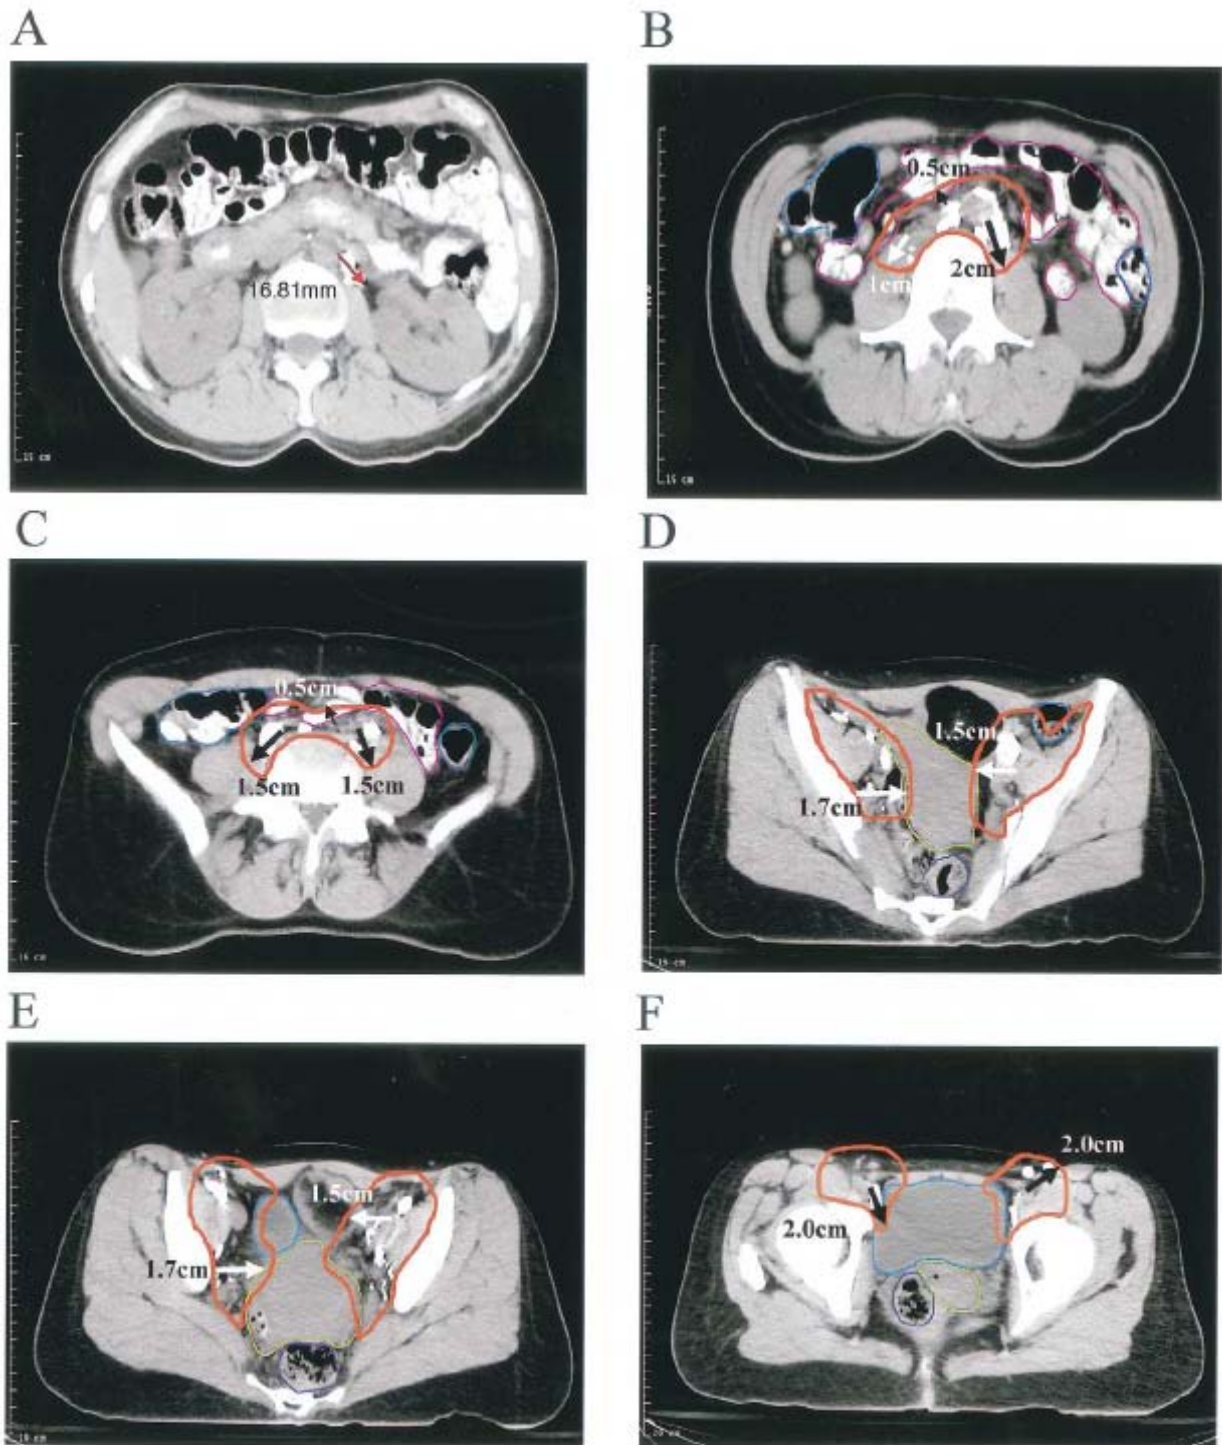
Cross-sectional CT images demonstrating technique to measure distance of LAG-avid lymph nodes to adjacent vessel and nodal CTV delineation at various anatomic levels. (A) Furthest distance from lymph node to vessel wall determined on a Voxel-Q computer (Marconi, Cleveland, OH). (B) Para-aortic lymph node CTV. (C) Common iliac lymph node CTV. (D) External iliac CTV, including lateral group. (E) External iliac CTV, including medial (obturator) group. (F) Inguinal lymph node CTV. CTV depicted by thick orange line. Small bowel demarcated by thin magenta, large bowel by thin blue, rectum by thin dark purple, bladder by thin turquoise, and uterus by thin yellow-green line.
